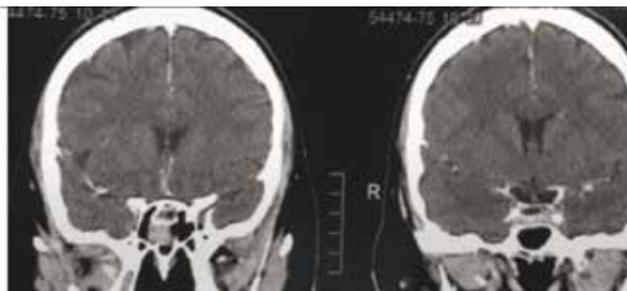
МРТ больной Б. Фронтальный срез
